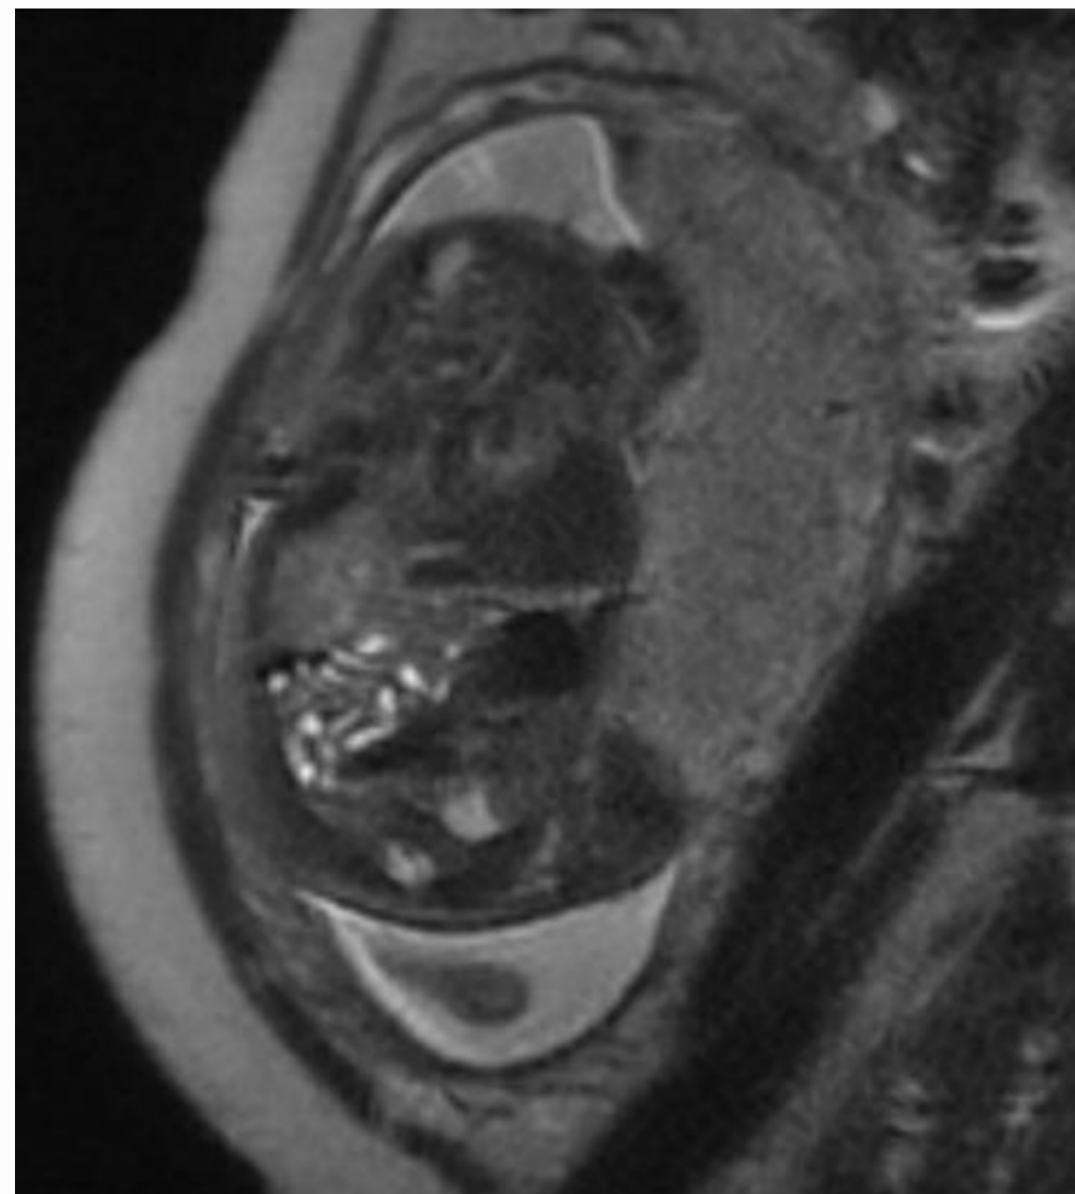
RMN fetal 34+2 SG
